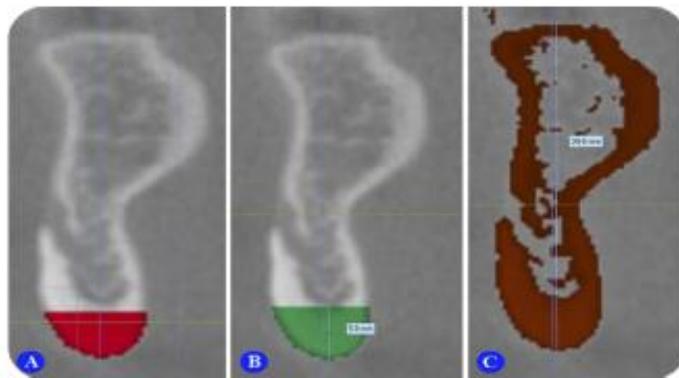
Cone Beam 3D corte sagital, medición de hueso cortical.¹⁵
